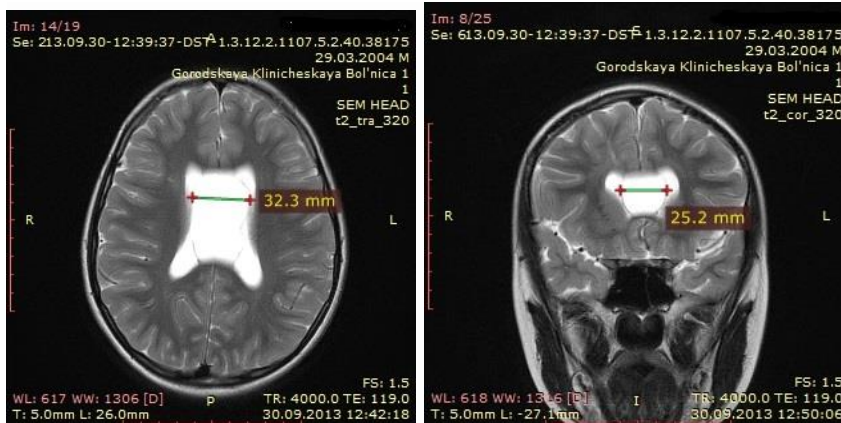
МРТ головного мозга. Наблюдение № 24. Больной М., 7 лет, история болезни №2498-011. Д-з: киста межжелудочковой перегородки. Заключение: в аксиальной и коронарной проекциях (выделена линиями) увеличенная полость межжелудочковой перегородки
